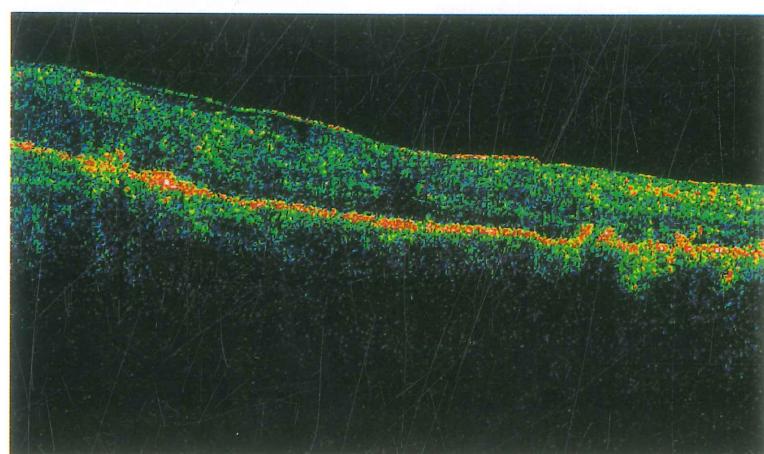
Altı nolu olgunun intravitreal triamsinolon tedavisi öncesi (A); tedaviden bir hafta (B) ve bir ay sonraki optikal koherens tomografi görüntüleri
